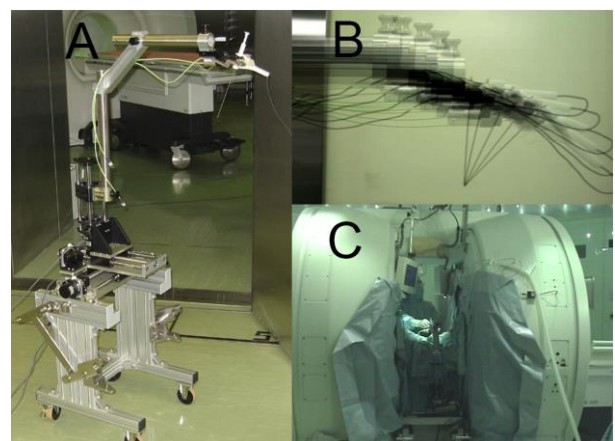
MR対応穿刺支援ロボット. (A) ハンドピースにはトラッキングシステムの3個のダイオードと光学式角度センサー2個が取り付けられ、台座部分には3軸方向に超音波モーターが設置. (B) ハンドピースの方向が変化しても針先位置は常に標的位置を追尾. (C) 臨床応用されているロボット.
